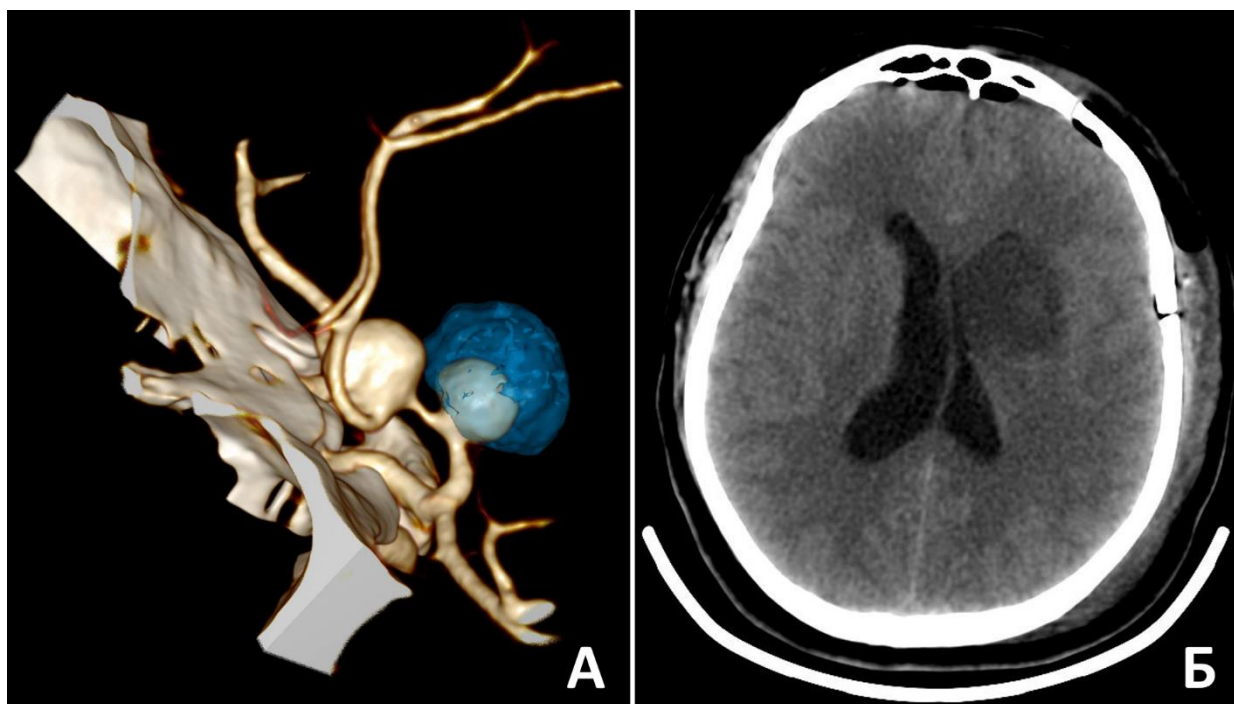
Развитие крупного очага ишемии в подкорковых структурах после треппинга гигантской частично тромбированной прекоммуникантной аневризмы. А - КТ-ангиография до операции, сегментирована тромбированная часть (синий цвет); Б – КТ на 1-е сутки после операции
